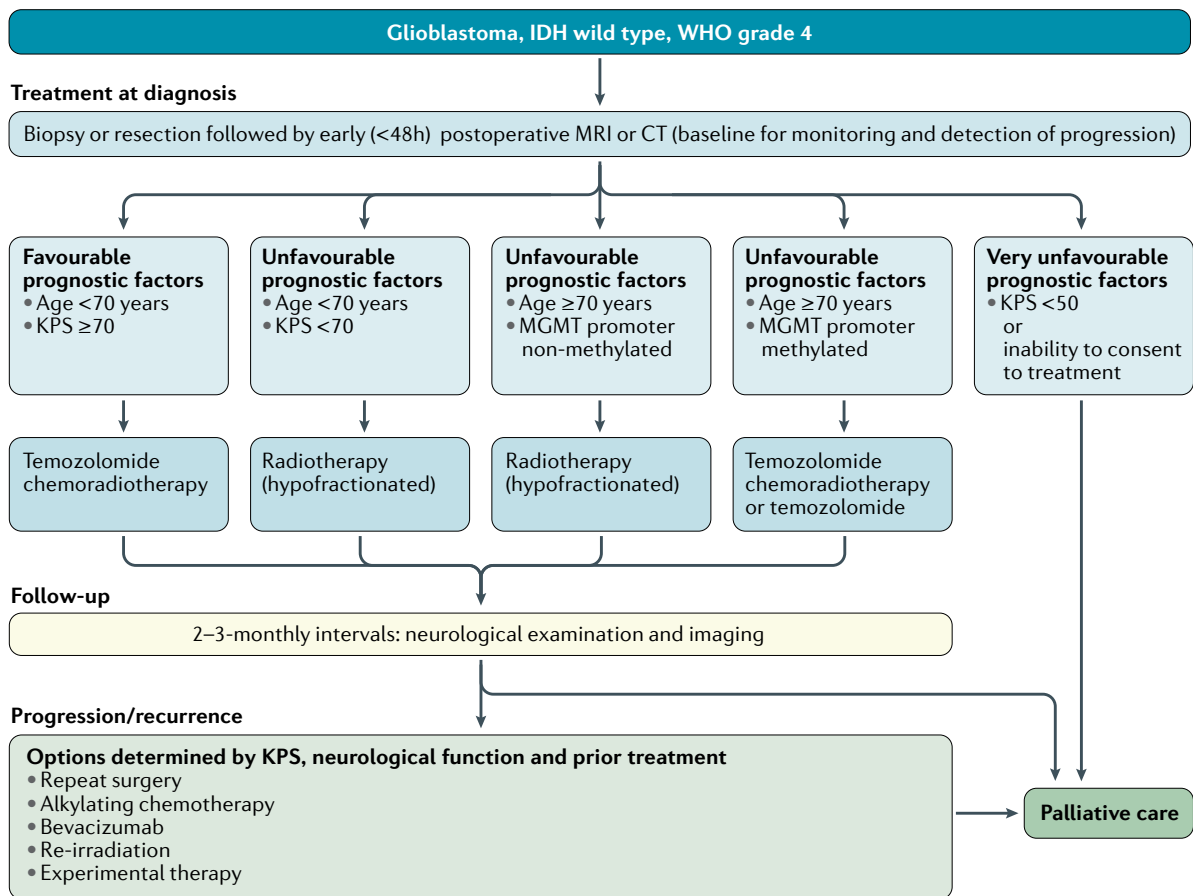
Klinischer Behandlungspfad für Glioblastome vom IDH-Wildtyp, WHO-Grad 4, IDH Isocitratdehydrogenase, MGMT O6-Methylguanin-DNA-Methyltransferase, KPS *Karnofsky Performance Status*, MRI Magnetresonanztomographie, CT Computertomographie, WHO *World Health Organization* nach Weller et al. [42]
